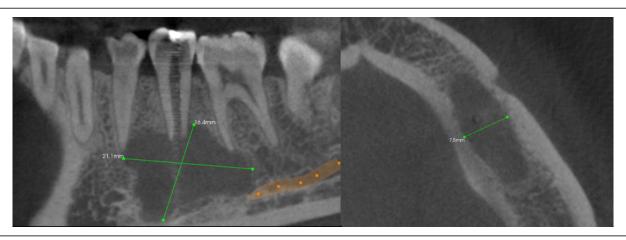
Ortopantomografía inicial, donde se aprecia lesión radiolúcida a nivel de cuerpo mandibular izquierdo entre OD 3.4 y 3.6.
